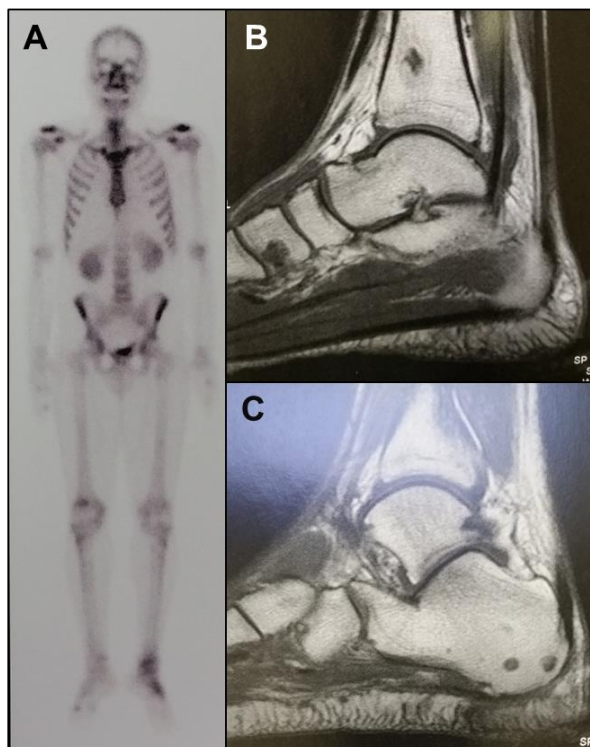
(caso 40): A) Cintilografia óssea de rastreamento de paciente com esporotricose óssea demonstra captação do radiofármaco no joelho direito, no tornozelo e pé esquerdos. B-C) Ressonância Magnética do tornozelo e pé esquerdo - Lesões líticas arredondadas e bem delimitadas na tíbia, calcâneo e cuneiforme. (Fonte: Laboratório de Pesquisa Clínica em Dermatologia Infecciosa)
